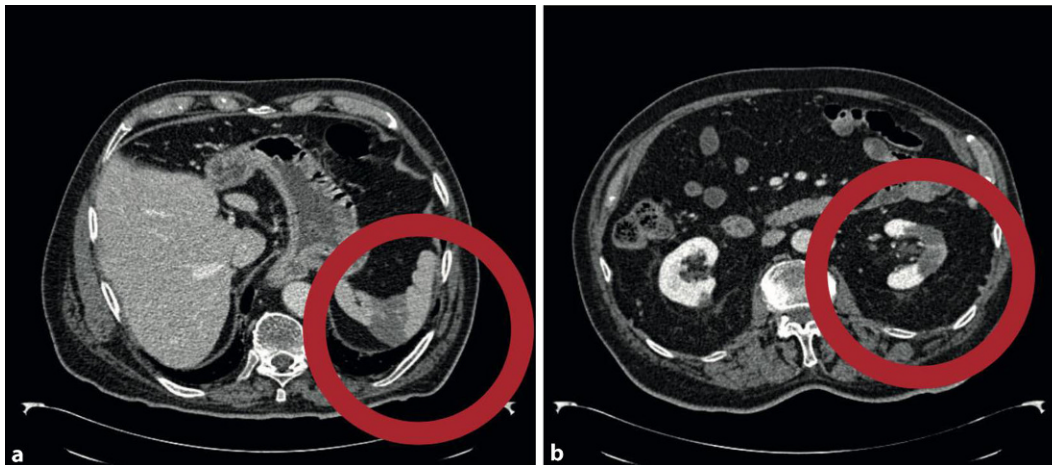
◀ Computertomographiebefund eines Milzinfarkts (a; roter Kreis) und Niereninfarkts (b; roter Kreis) bei unzureichender Wirkung neuer oraler Antikoagulanzen aufgrund einer Gastroenteritis
